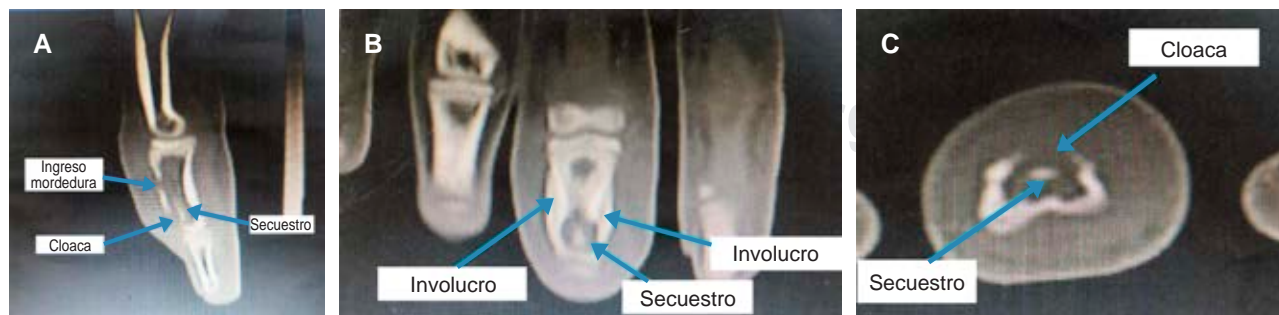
Imágenes de tomografía axial computarizada (TAC) preoperatoria. A) TAC de segunda falange, plano sagital, donde se observa secuestro y cloaca cercanos al lugar donde se produjo la injuria. B) TAC, plano frontal, se observa involucro en torno al secuestro. C) TAC, plano axial, se observa secuestro y cloaca.
